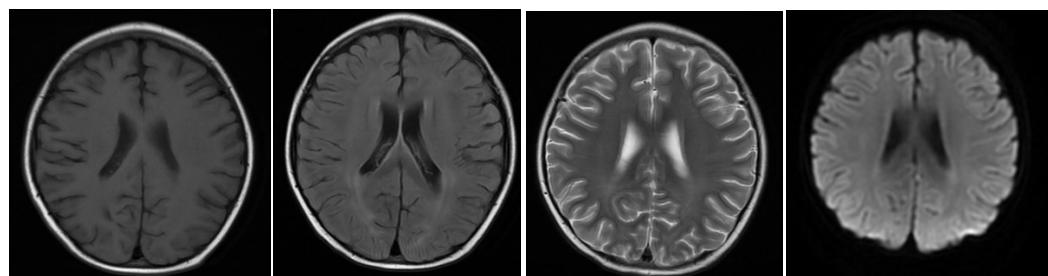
Case 1 reexamination of head MRI
